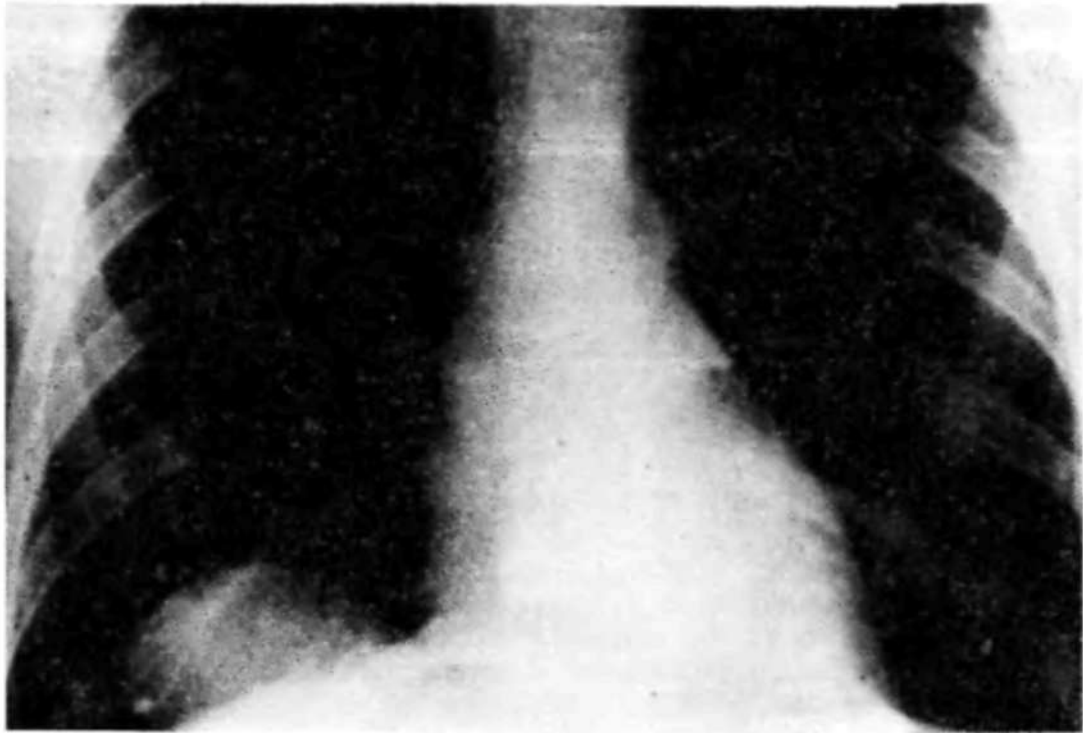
Рентгенограмма больного Ш. Правосторонняя травматическая диафрагмальная грыжа (прямая проекция). На фоне легочного рисунка однородное затемнение, прилегающее к диафрагме.
